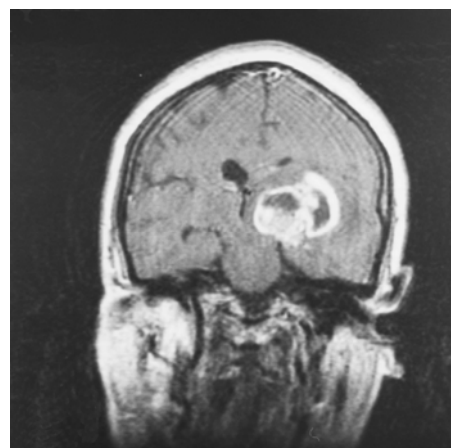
T1-взвешенная МРТ головного мозга в коронарной плоскости того же пациента. Накопление гадолинийсодержащего контрастирующего агента в опухолевой ткани
